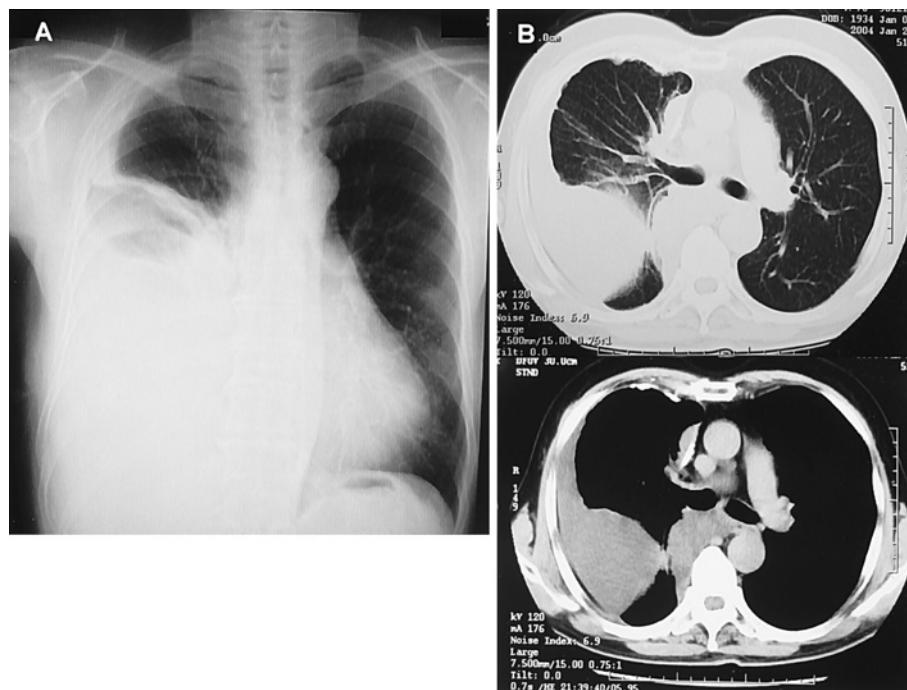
A) Chest radiograph on admission showing right pleural effusion. B) Chest CT scan on admission showing right pleural effusion with slight pleural thickening and partial calcification-like lesion.
